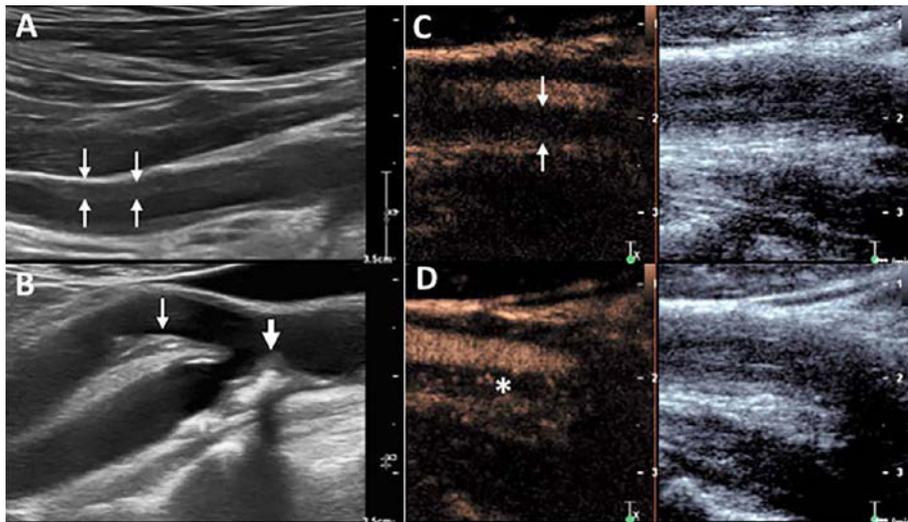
Diagnostik der großen Gefäße mit Farbduplex und kontrastverstärktem Ultraschall. (A): Vaskulitis einer Arterie in der Achsel. Zu erkennen ist im Farbduplex zwischen den Pfeilen die typische hypoechoogene Wandverdickung. (B): Vergleich mit Arteriosklerose, hier zu sehen in den Karotiden. Es zeigen sich unregelmäßig geformte, hypo- und hyperechogene Plaques mit Schallschatten in der A. carotis interna (dicker Pfeil) und der A. carotis externa (dünner Pfeil). (C) und (D): Truncus comunis der A. carotis bei einem Patienten mit Großgefäßvaskulitis. Man sieht die starke Vaskularisation der Gefäßwand. Kleine Bläschen aus Kontrastmittel innerhalb der Gefäßwand weisen auf eine Hyperämie/Vaskularisation hin. In (C) hat der Untersucher mit einem „flush“ die Bläschen zerstört. Man sieht das vergrößerte Gefäßvolumen ohne Kontrastmittelbläschen (Pfeile) innerhalb der verdickten Gefäßwand. In (D) erscheinen die Bläschen wieder (*), was auf eine verstärkte Durchblutung hinweist (aus Berger CT et al., Swiss Med Wkly 2018; 148: w14661)⁶
